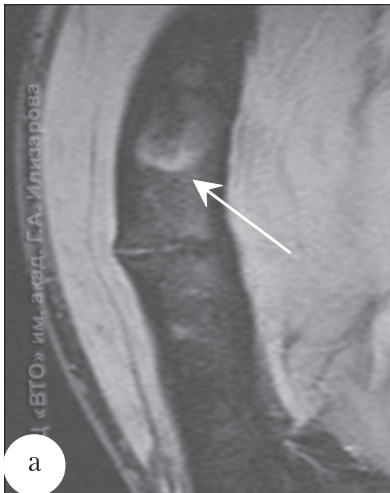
МРТ правой бедренной кости больного У., 23 лет, до лечения, коронарные срезы на уровне лоозеровской зоны, фосфат-диабет: а – T1 ВИ с подавлением сигнала от жира (стрелкой обозначена зона изменения сигнала костного мозга); б – T2 ВИ с подавлением сигнала от жира (стрелкой указаны изменения надкостницы).
